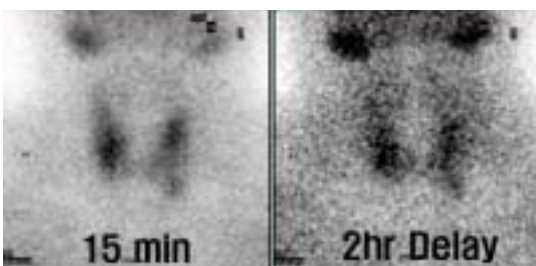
There was a possible parathyroid adenoma below the left lower pole with suspicious parathyroid hyperplasia lesions on remaining 3 parathyroid gland areas in 99mTc-sestamibi scintigraphy.
